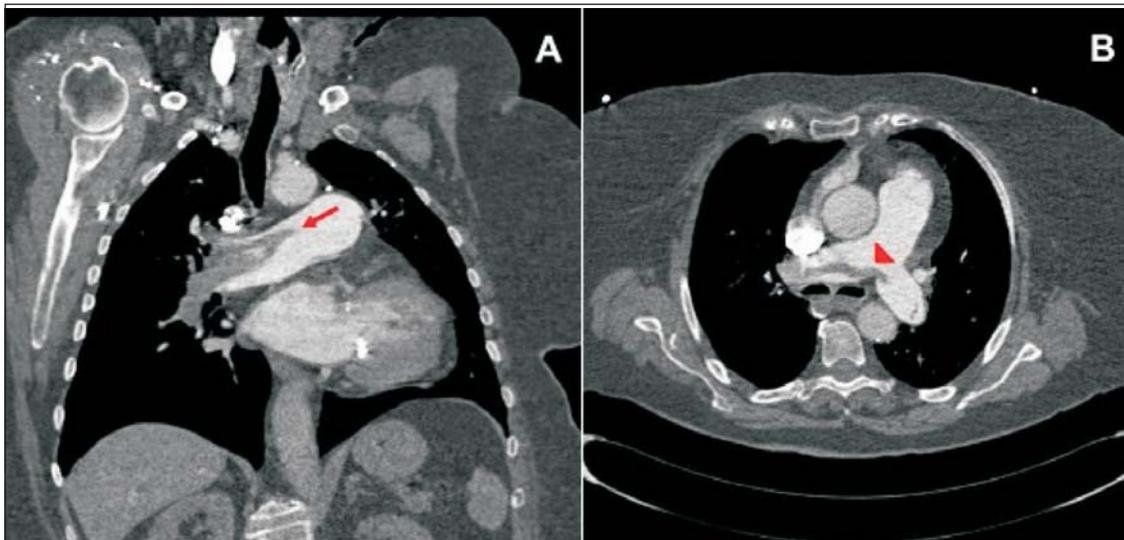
Angiotomografía de arterias pulmonares. A) Corte coronal, muestra trombo en arteria pulmonar derecha (flecha). B) Corte axial. Se observa trombo en silla de montar (triángulo)
